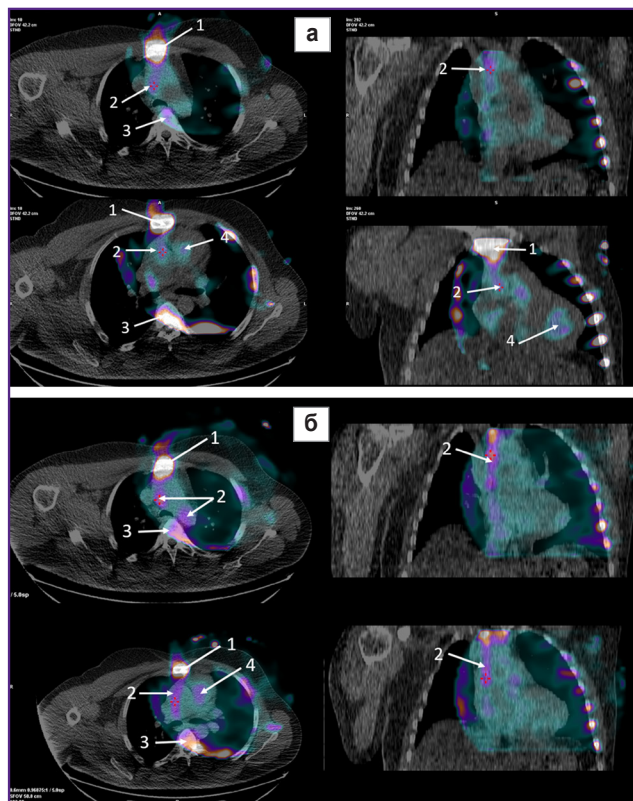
ОФЭКТ/КТ-изображения грудной клетки (аксиальные срезы — слева; фронтальные срезы — справа) пациента П., выполненные через 3 (а) и 6 ч (б) после введения ^{99m}Tc -пирофосфата
